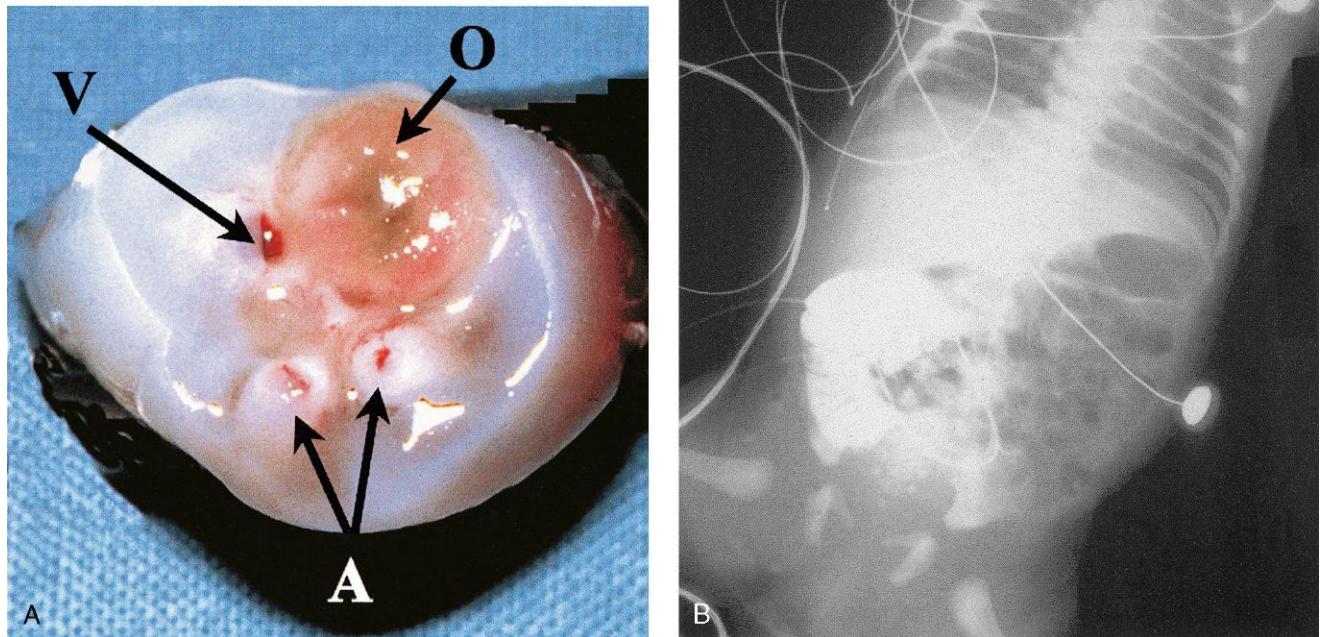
Recién nacido de sexo masculino con un conducto onfaloentérico permeable. A, El cordón umbilical seccionado muestra dos arterias umbilicales (A), una vena umbilical (V) y una luz de gran tamaño (O) correspondiente al conducto onfaloentérico. B, En la radiografía abdominal se identifica la presencia de material de contraste inyectado a través del conducto onfaloentérico en el íleon. (Tomado de Hinson RM, Biswas A, Mizelelle KM, Tunnessen WW Jr: Picture of the month (persistent omphalomesenteric duct). Arch Pediatr Adolesc Med. 1997;151:1161. Copyright 1997, American Medical Association. Reservados todos los derechos.)
